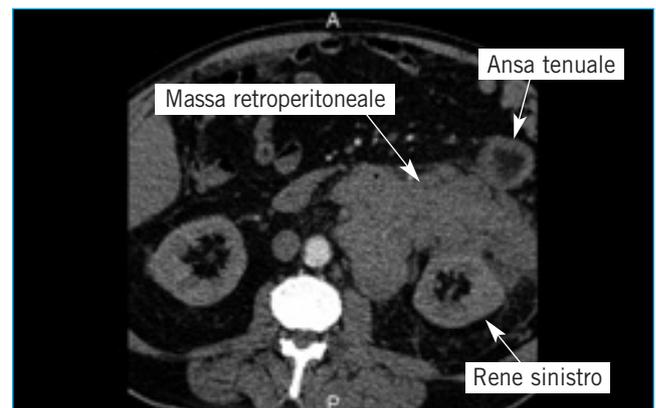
TC dell'addome con mezzo di contrasto. Massa retroperitoneale nello spazio pararenale anteriore sinistro, che infila il margine anteriore del rene sinistro, inglobando i vasi renali e raggiungendo medialmente l'aorta; anteriormente è adesa a un'ansa tenue che appare ispessita
